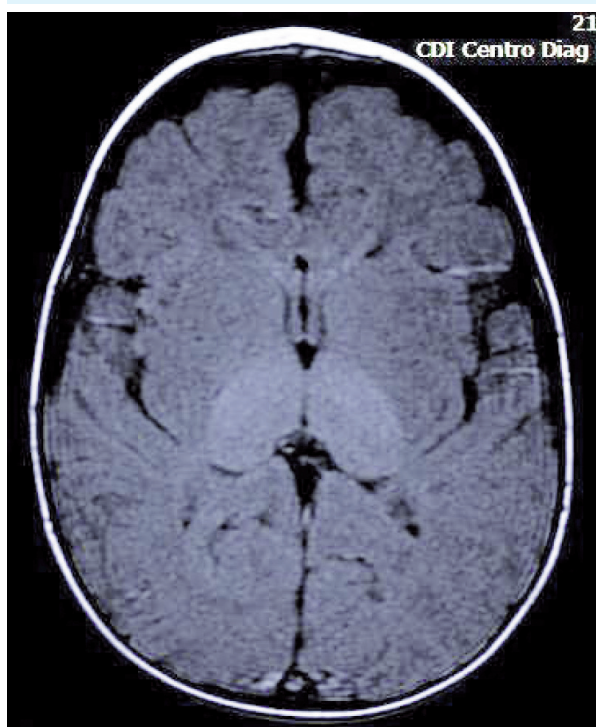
Ressonância magnética, em ponderação FLAIR, no corte axial, evidenciando hiperdensidade talâmica
